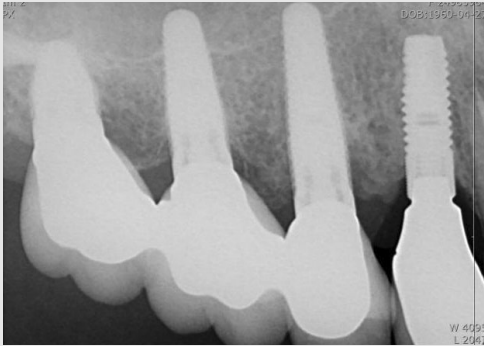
#14 임플란트 주위에 골소실을 보이는 방사선 사진
